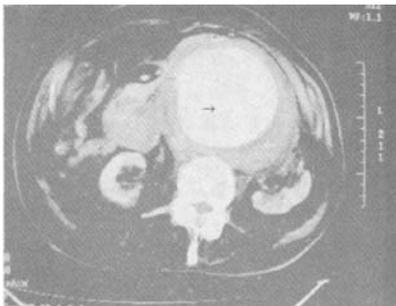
CT 示腹主动脉瘤,似可见一破口,周围见血肿包裹
